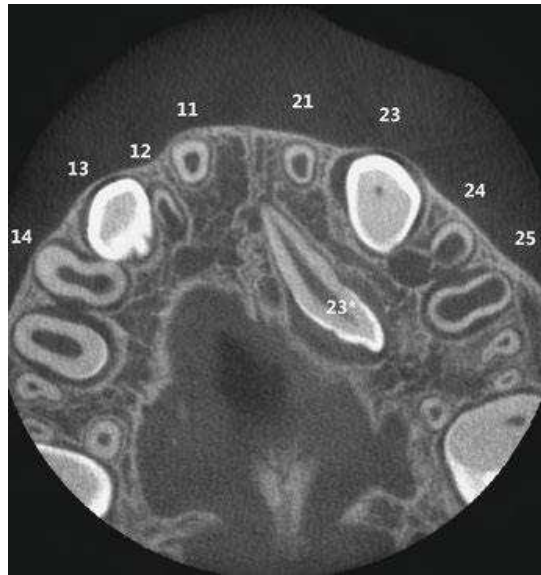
Cone Beam, en coupe horizontale avec une 23 horizontale incluse selon Dr Michael M.Bornstein et coll. 2016 [45].
